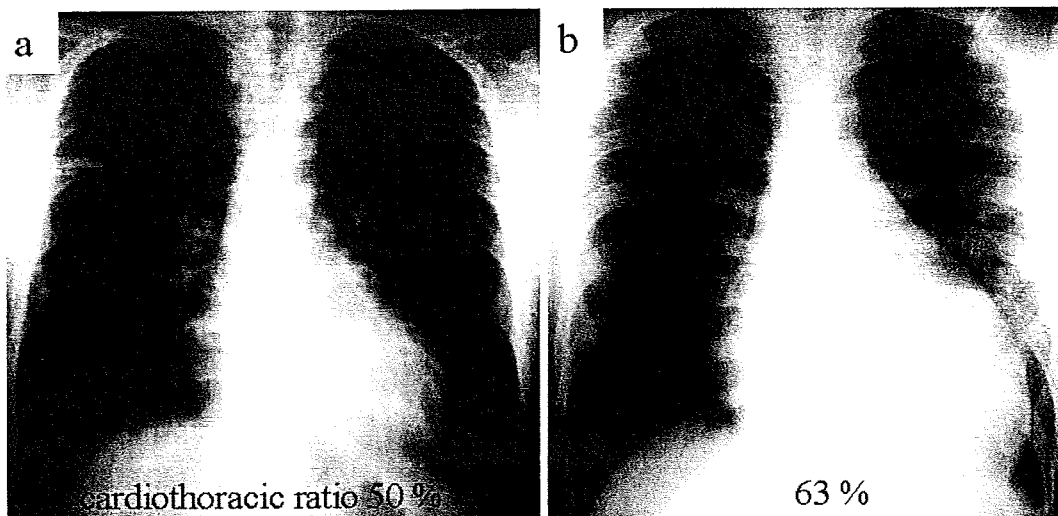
Chest radiographs at 4 months before admission (a) and at admission (b)
